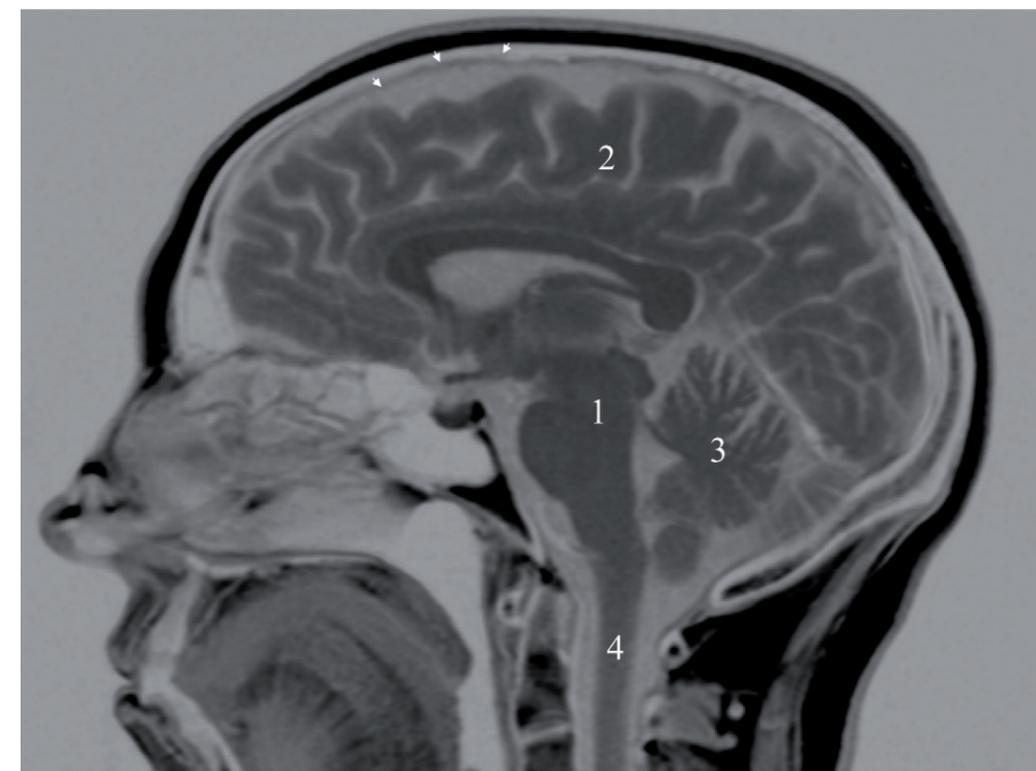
Resonancia Magnética cerebral donde se aprecia el tronco cerebral donde está el generador de migraña (1), la corteza cerebral o sustancia gris (2), el cerebelo (3), la médula espinal (4) y las cubiertas del cerebro llamadas duramadre y aracnoides (puntas de flecha).
